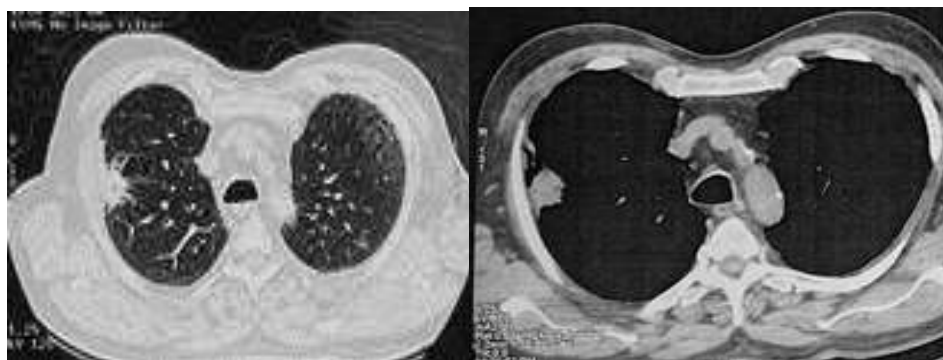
a- Des coupes axiales de la TDM thoracique objectivant un nodule apical droit
